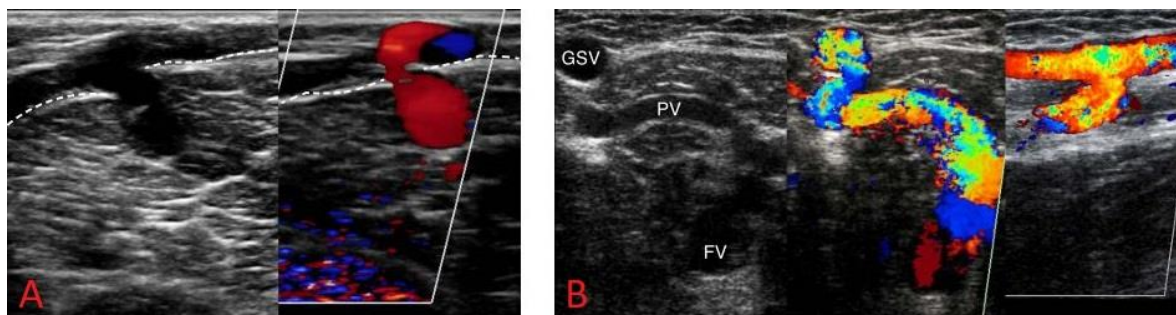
Sonographische Befunde einer Perforansvenen-Insuffizienz
